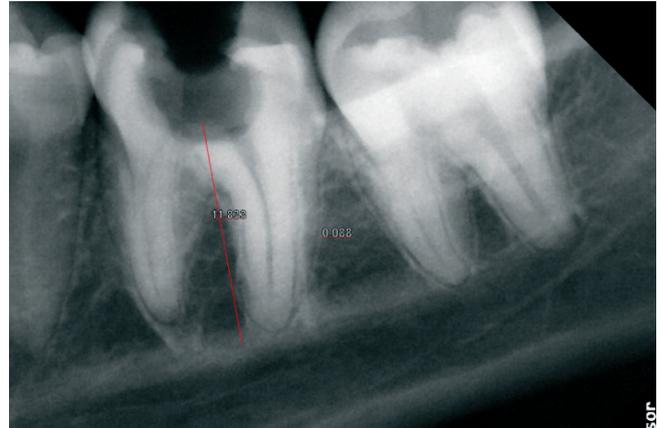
Die Röntgenuntersuchung ergab eine Fraktur in Bezug auf Zahn 46.
